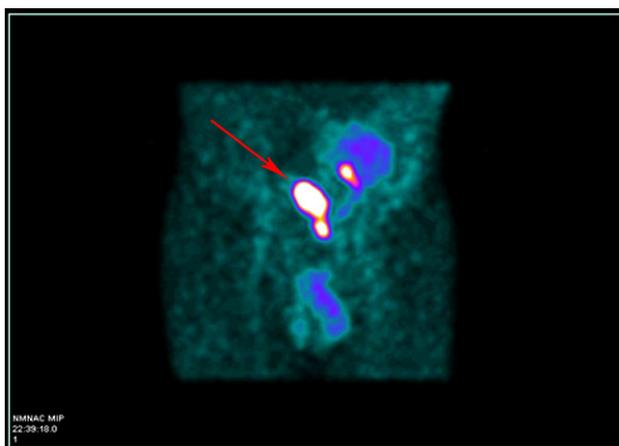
Отсроченное изображение (через 2 ч) пациента С., 45 лет в статическом режиме. Сцинтиграфические признаки мочевого затека – стрелка указывает на область увеличения интенсивности внеорганного накопления радиофармпрепарата (область затека)
